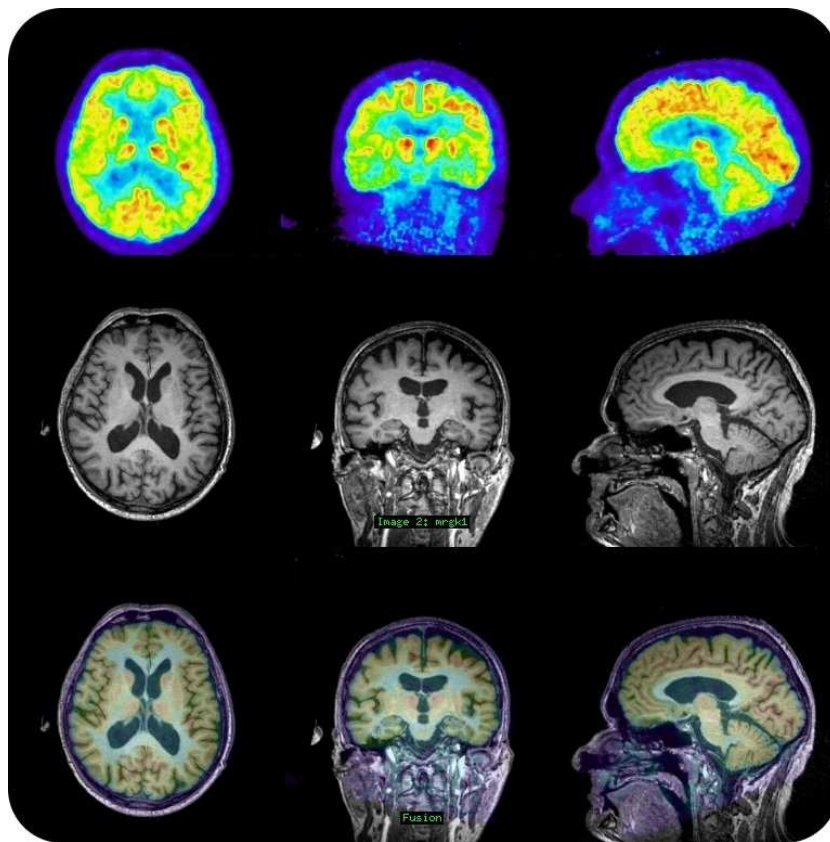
Simultaneously measured PET and MR images. First row: ^{18}F -FDG image of a 20 min scan. Second row: T1-weighted MR image (MP-RAGE). Third row: Fusion of FDG and MP-RAGE image. Left transversal, middle coronal, right sagittal view. The PET-images were reconstructed using the image reconstruction platform PRESTO [6].
